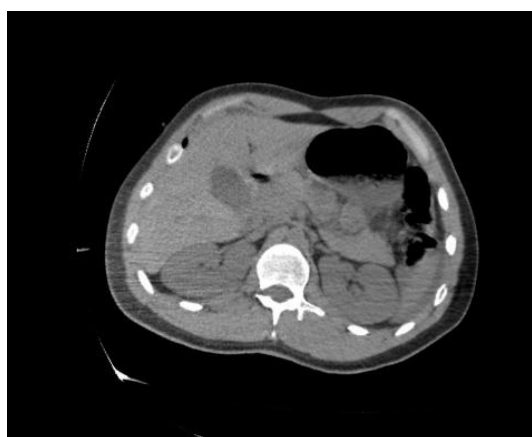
TAC simple de abdomen con liquido libre periesplenico, corte axial
